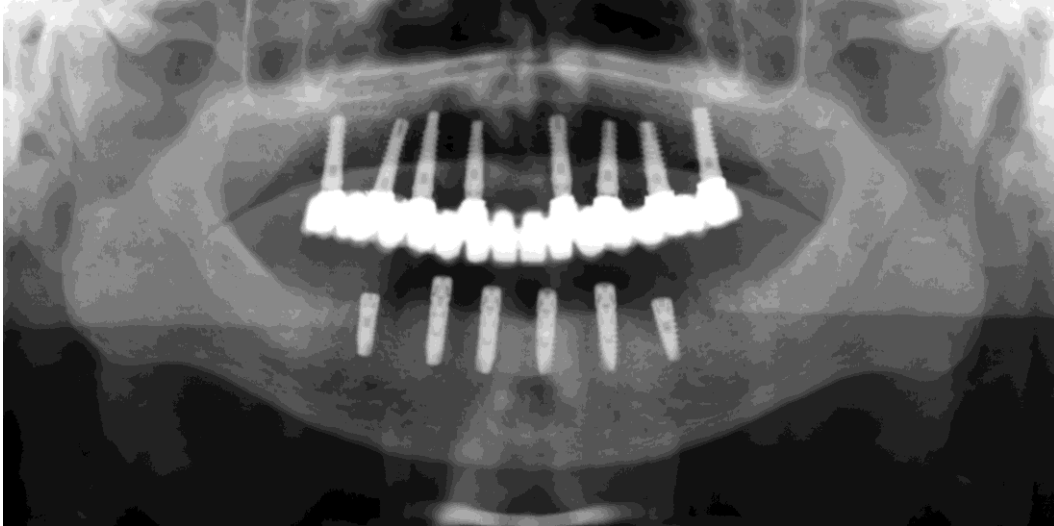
Ortopantomografía post-cirugía.
